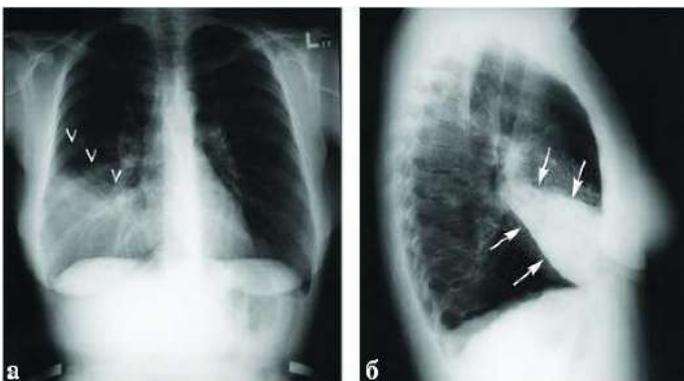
Рентгенограмма при пневмонии средней доли в двух проекциях
